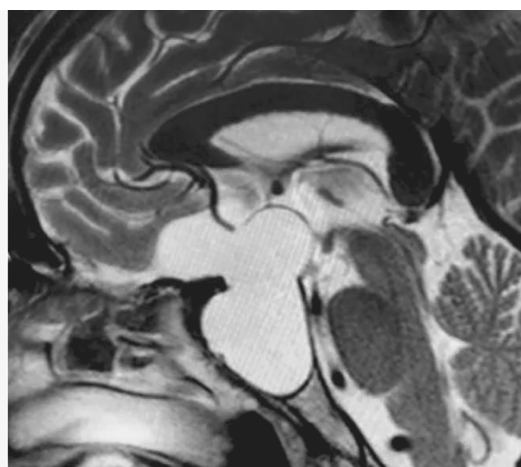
МРТ пациента с дермоидной кистой — сагиттальный срез, T1-ВИ [1]
